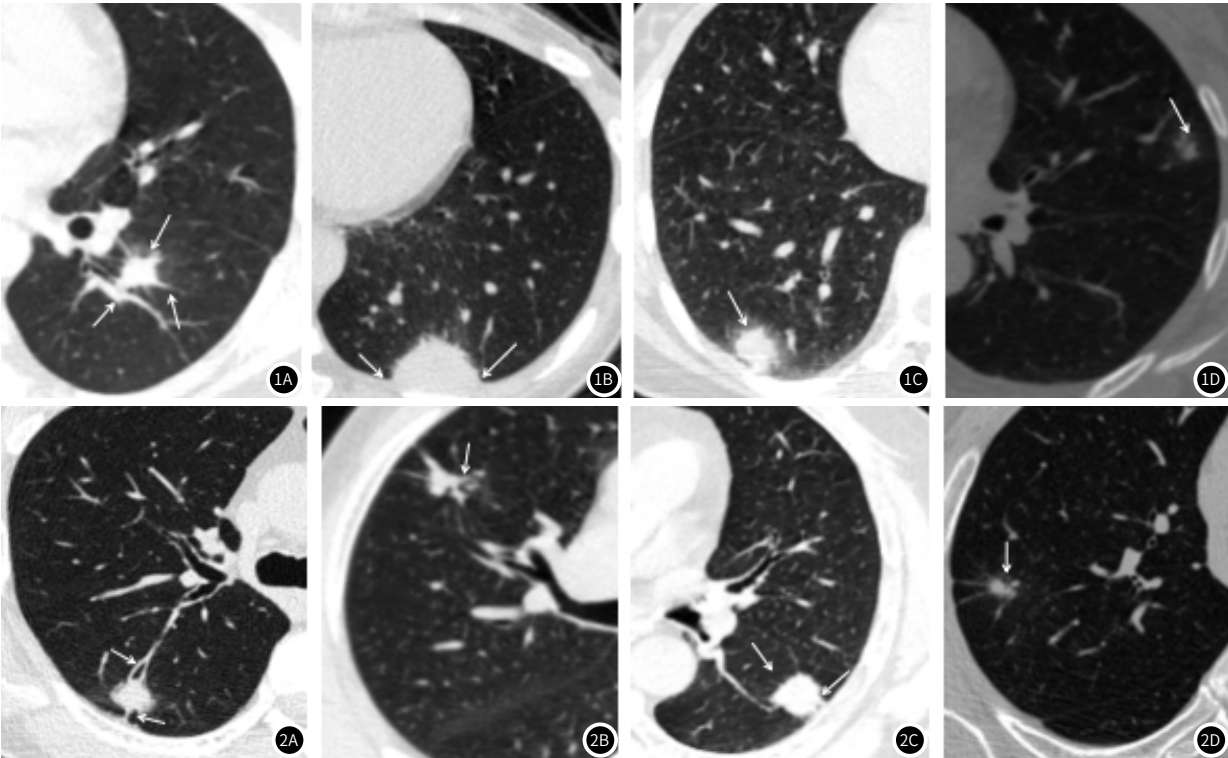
孤立结节型肺隐球菌病CT征象。图1A：男，36岁。咳嗽、咳痰2月余，病灶位于左下肺，最大直径约1.3cm，可见晕征及长毛刺，血管绕行于病灶边缘；图1B：女，33岁，左背部疼痛3周；左下肺病灶与胸膜接触面呈宽基底改变；图1C：女，45岁，咳嗽、咳痰5月余，右下肺病灶最大径约2.3cm，周围可见晕征；图1D：女，47岁，体检发现左上肺占位20天，最大直径约1.2cm，内可见支气管充气征。图2 实性肺腺癌典型CT征象。图2A：男，38岁。体检发现右上肺结节1月余，最大直径约1.3cm，可见胸膜牵拉征及血管增粗卷入病灶；图2B：男，67岁。有吸烟史，胸闷气喘1年余，右上肺结节最大直径约1.8cm，可见支气管充气征；图2C：男，57岁。有吸烟史，咳嗽、咳痰2月余，左下肺病灶最大径约2.0cm，可见周围短毛刺及深分叶；图2D：男，52岁，咳嗽、咳痰1年余，右上肺病灶最大径约1.0cm，其内可见空泡征。
